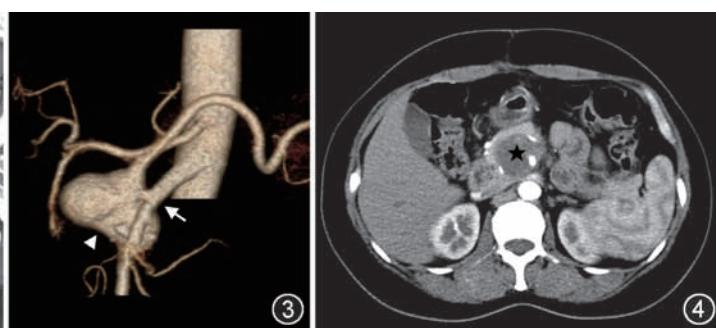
CPR 图像显示迷走脾动脉瘤行结扎手术后复查 CT 示充盈缺损(★)
